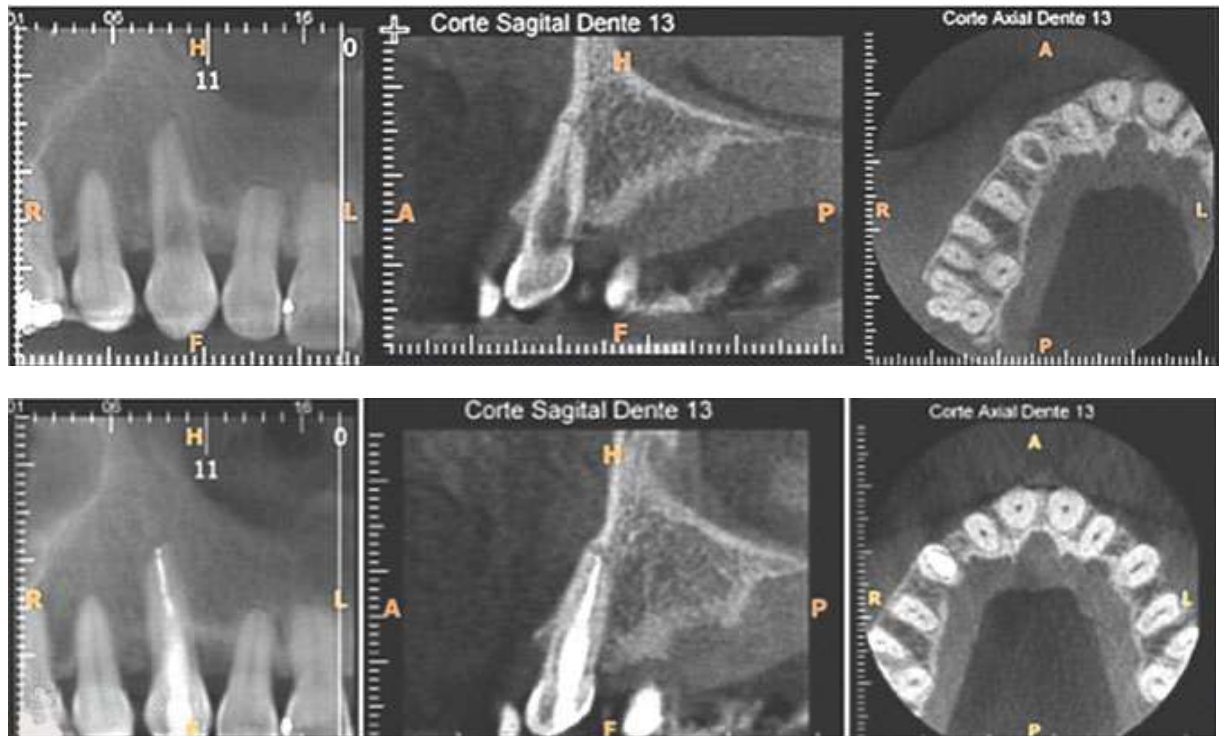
Tomografia computadorizada de pequeno volume. Imagem da TCFC nos cortes coronal, sagital e axial, para diagnóstico.
